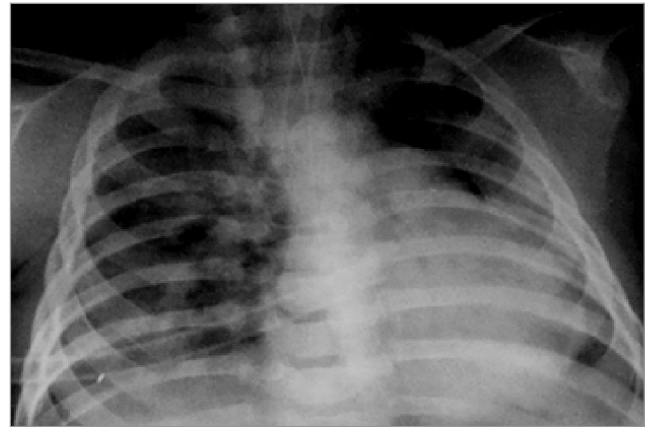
Рентгенографія органів грудної клітки дитини М., 6 міс, після дренування правої плевральної порожнини
